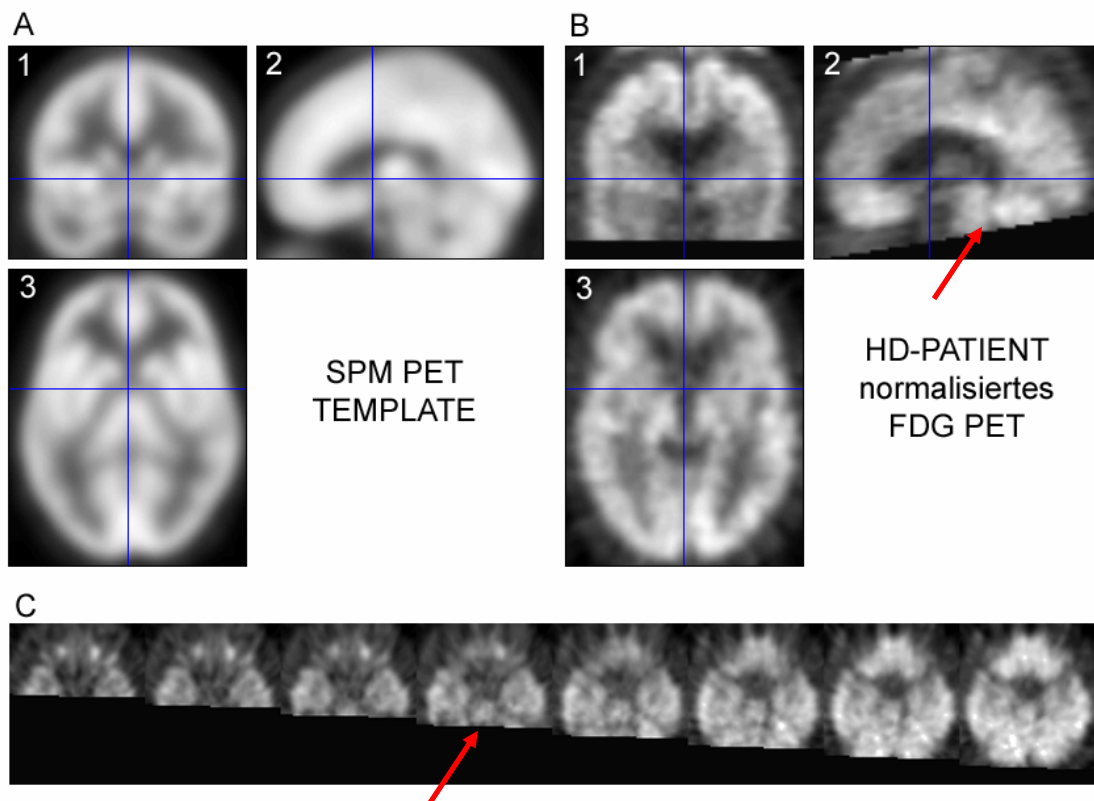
(A) SPM-PET Template, (B, C) FDG-PET nach stereotaktischer Normalisierung in SPM: Normalisierungsartefakte (siehe rote Pfeile), die zu Verlust von Kleinhirnsignal führen. 1) coronar; 2) sagittal; 3) transversal
